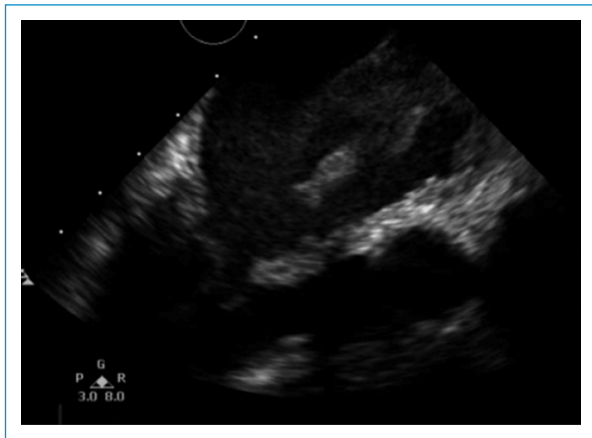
Ecocardiograma transesofágico en el que se evidencia masa lobulada de bordes irregulares que protrúa a través del tracto de entrada del ventrículo izquierdo.
